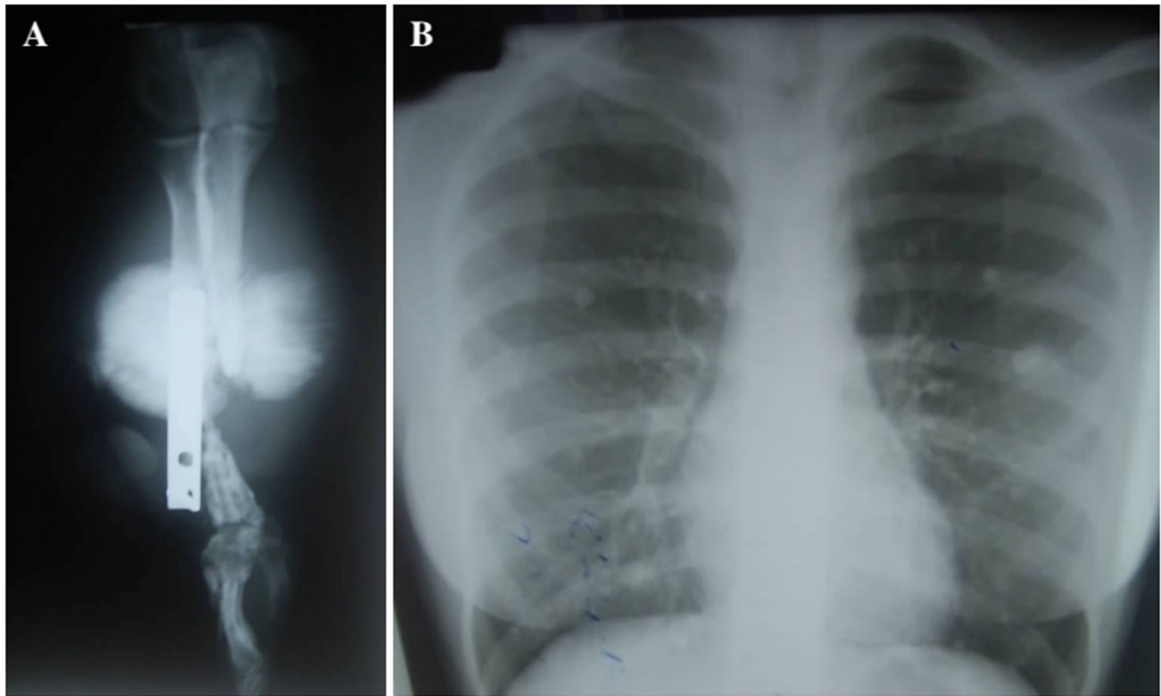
A. Radiographie de l'avant-bras montrant la récurrence. B. Radiographie thoracique montrant des métastases pulmonaires bilatérales en lacher de ballon.[5]
